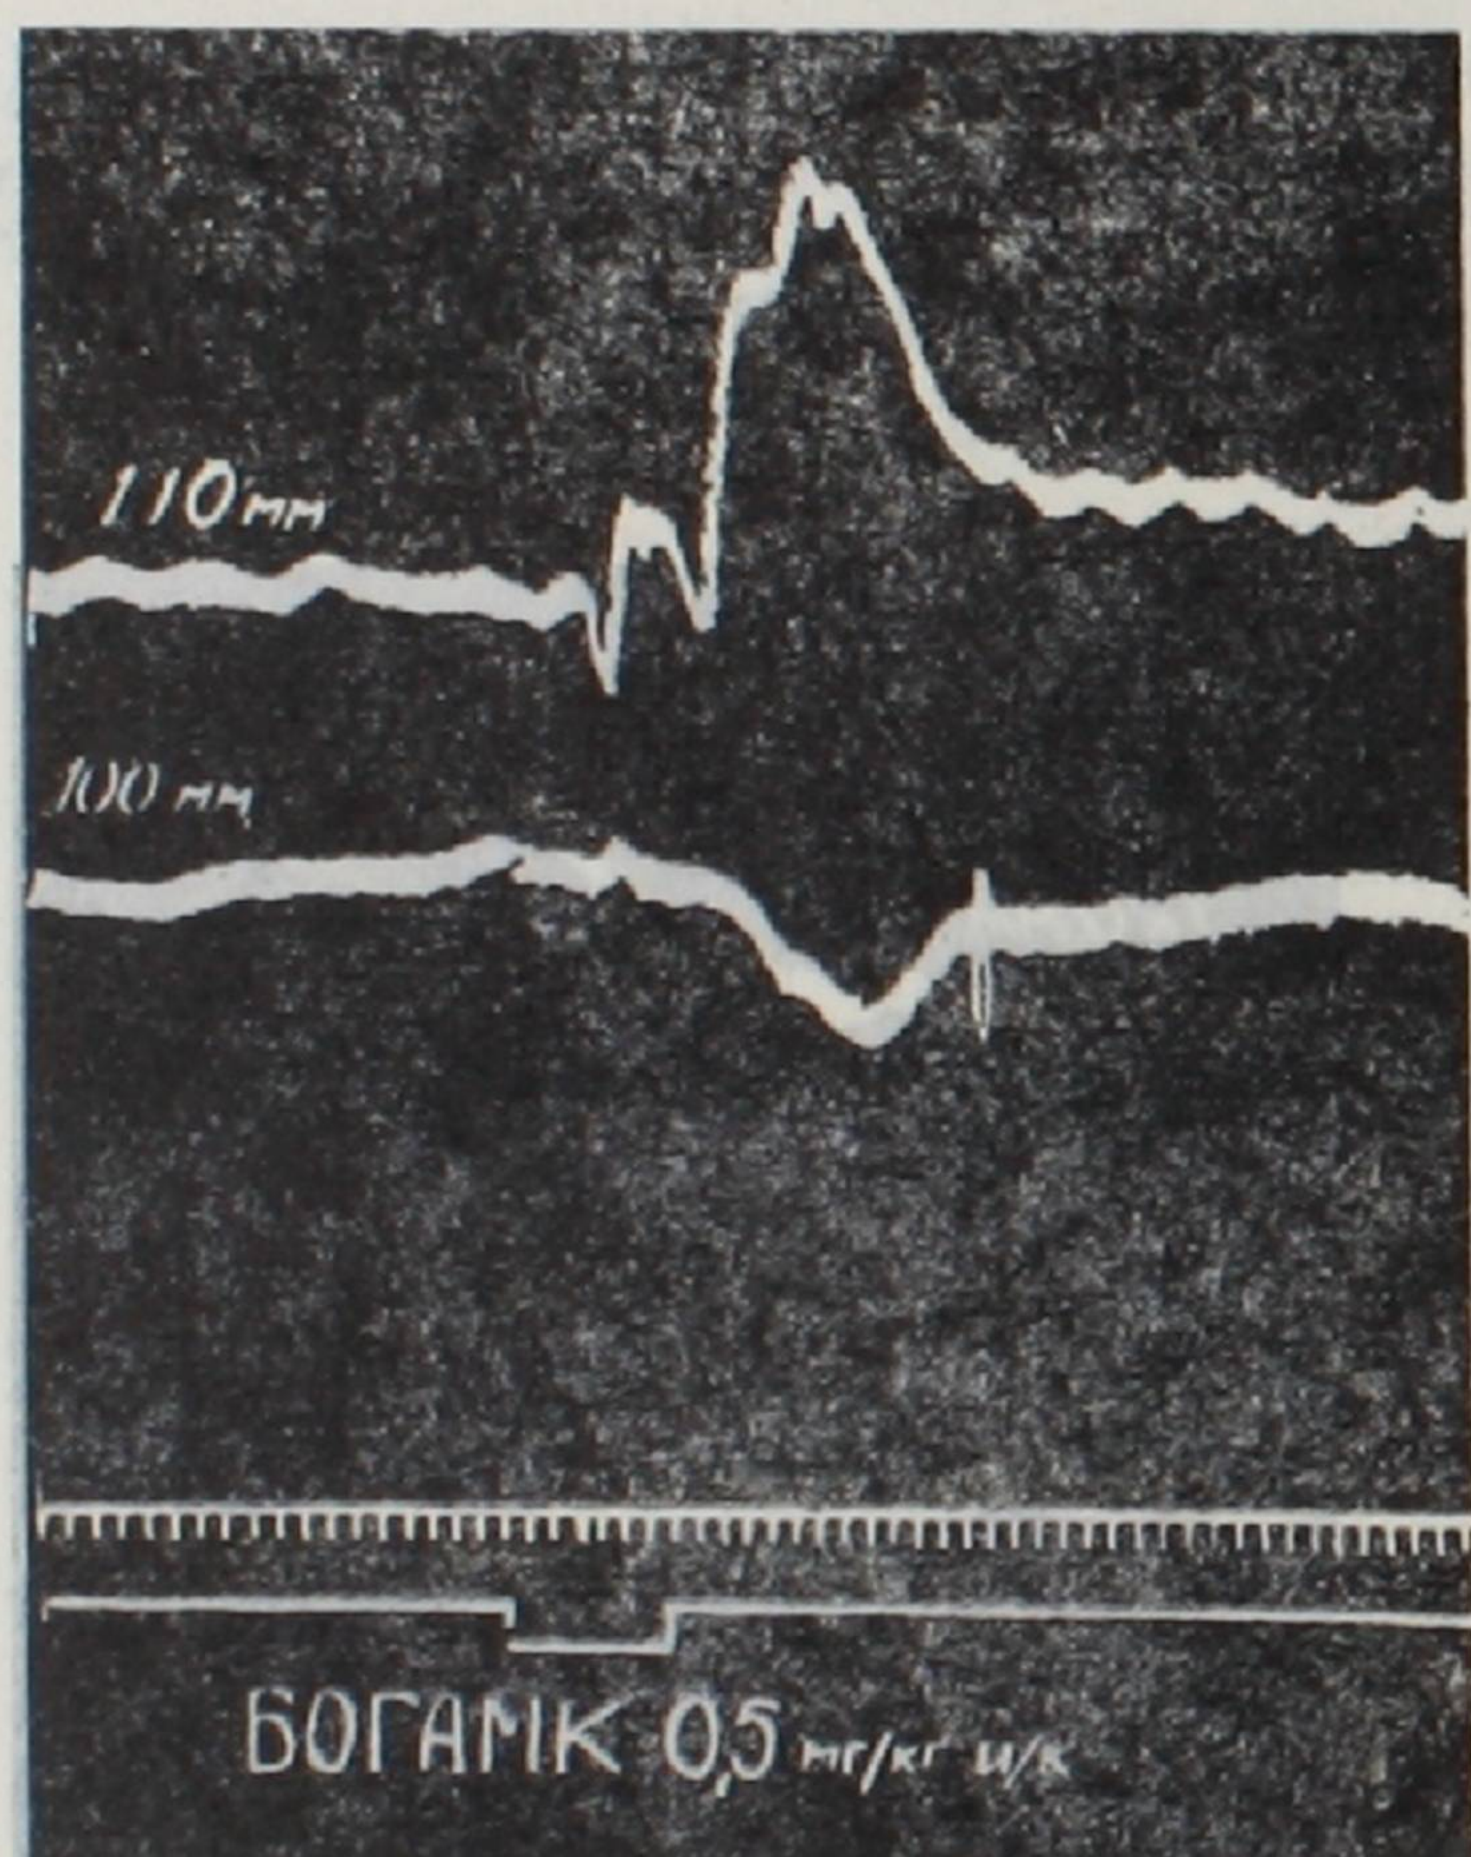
Перфузия коронарных сосудов. Влияние интراكоронарного введения БОГАМК в дозе 0,5 мг/кг на тонус венечных сосудов. Кривые сверху вниз: перфузионное давление, артериальное давление, отметка времени—5 сек., отметка введения вещества.
